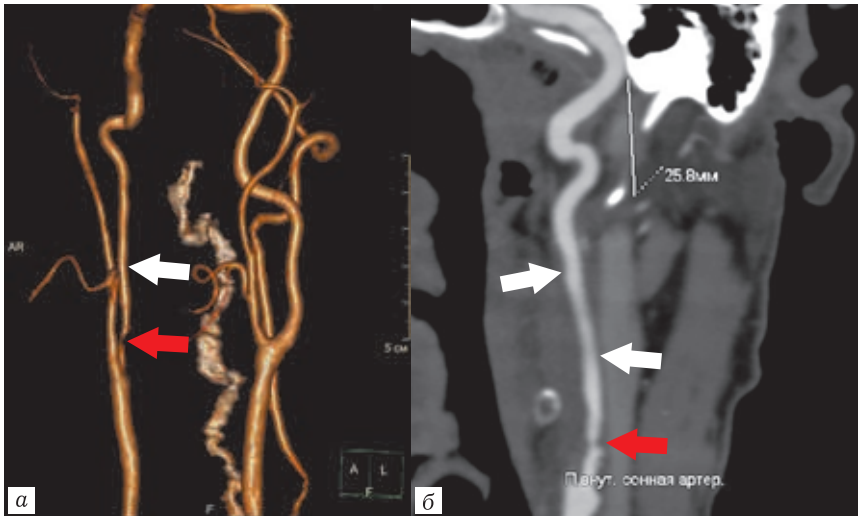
КТ-ангиограммы: *а* — трехмерная реконструкция; *б* — использование программы для углубленного анализа.
